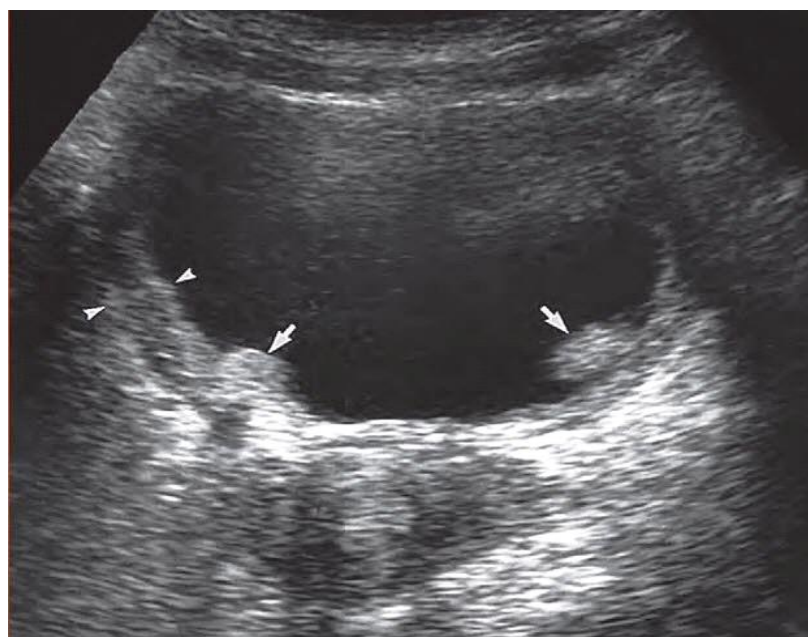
УЗИ мочевого пузыря девочки 14 лет с хроническим пиелонефритом, НМП при миелодисплазии
